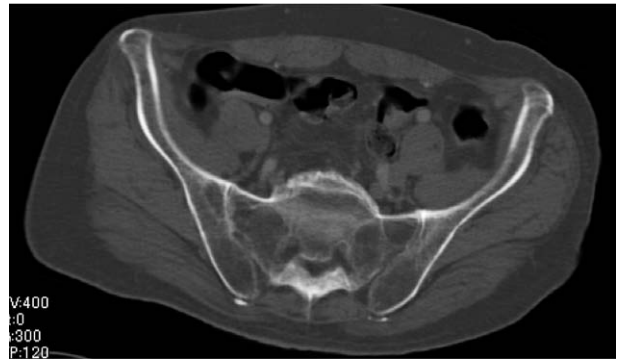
初診時の骨盤単純 CT 像. 両側仙腸関節の骨性強直 (ankylosis, Grade4) を認める.
